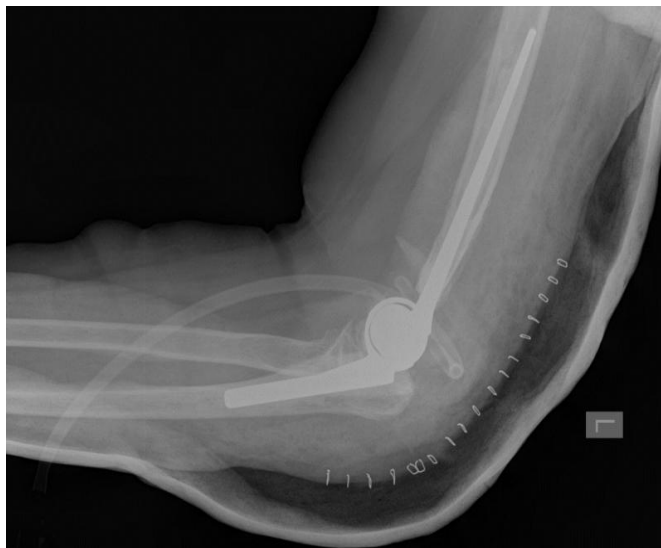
Рентгенограммы локтевого сустава больного после эндопротезирования ЭП Арете. Боковая проекция, на следующие сутки после операции.
